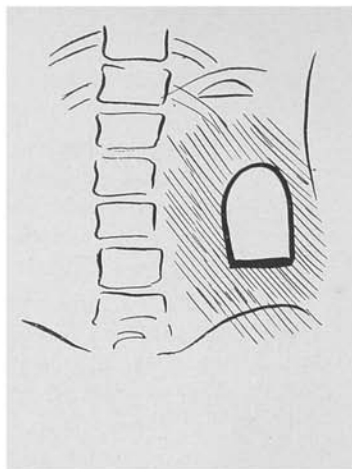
Abscesso de loja renal*. Radiografia em posição ortostática. Imagem gasosa, de paredes lisas, sem o aspecto de alça, encimando um nível líquido. Ao seu redor, opacificação do tipo de viscera parenquimatosa. O cólon se acha contrastado em virtude de enema anterior.
